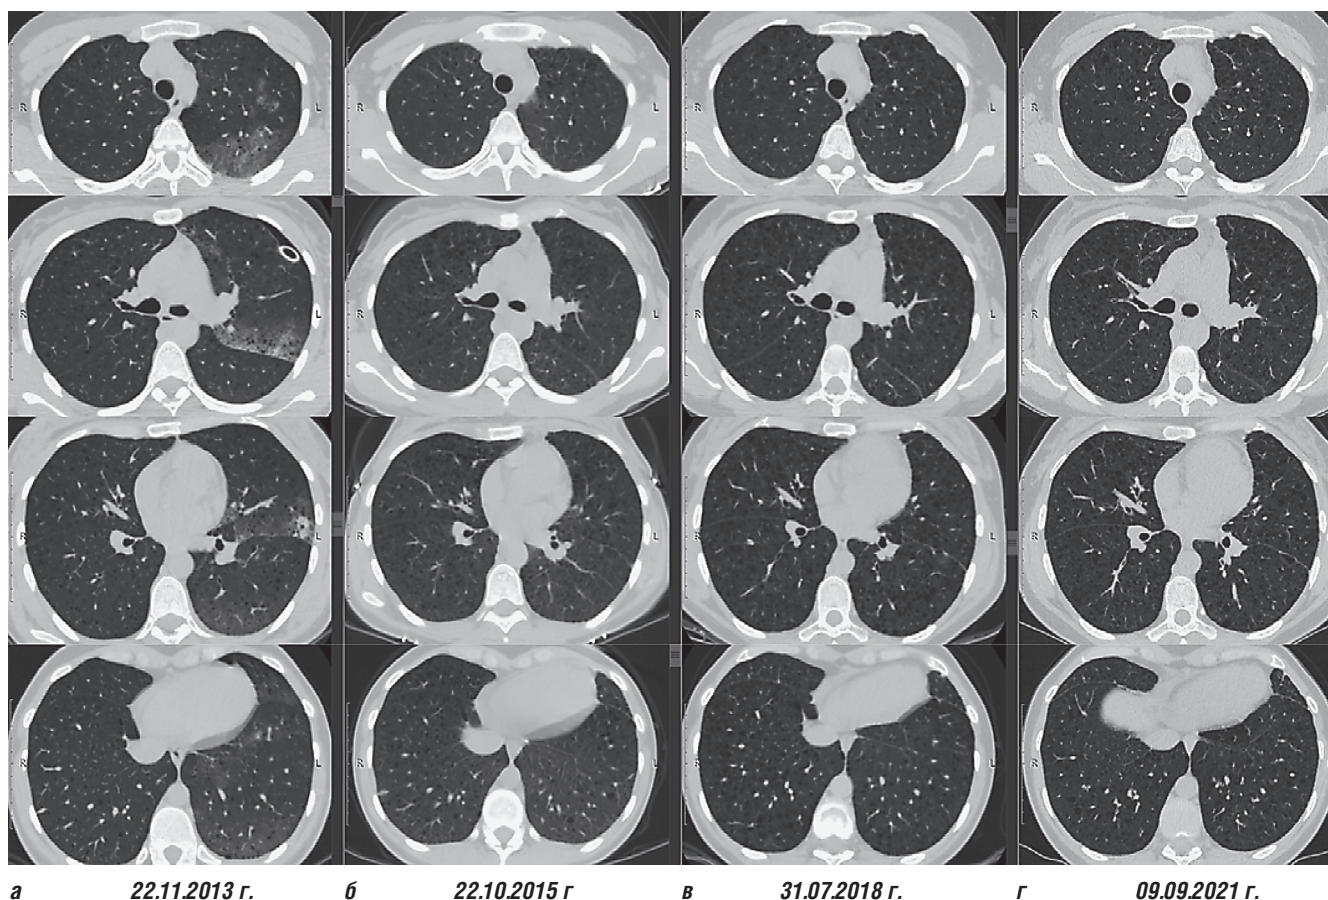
Динамика томографии органов грудной клетки пациентки С., 1981 года рождения, на фоне приема сиролимуса (период наблюдения с 2013 по 2021 гг.): *а* — состояние после дренирования грудной клетки по поводу спонтанного пневмоторакса: дренажная трубка, небольшое количество свободного газа в левой плевральной полости, единичные мелкие воздушодержащие кисты в ядерных отделах легких с обеих сторон; *б, в, г* — незначительное нарастание количества и размеров кист в легочной ткани, отсутствие пневмотораксов на фоне приема сиролимуса
